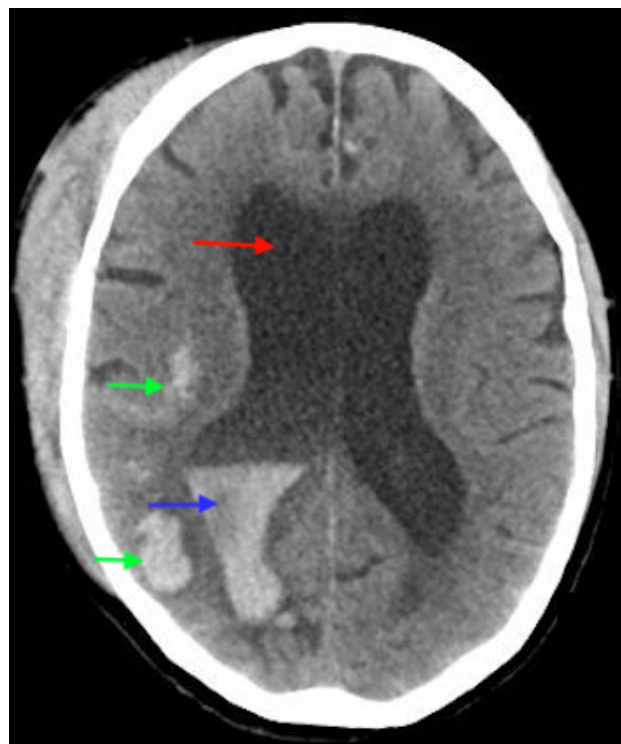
TC al ingreso hospitalario
